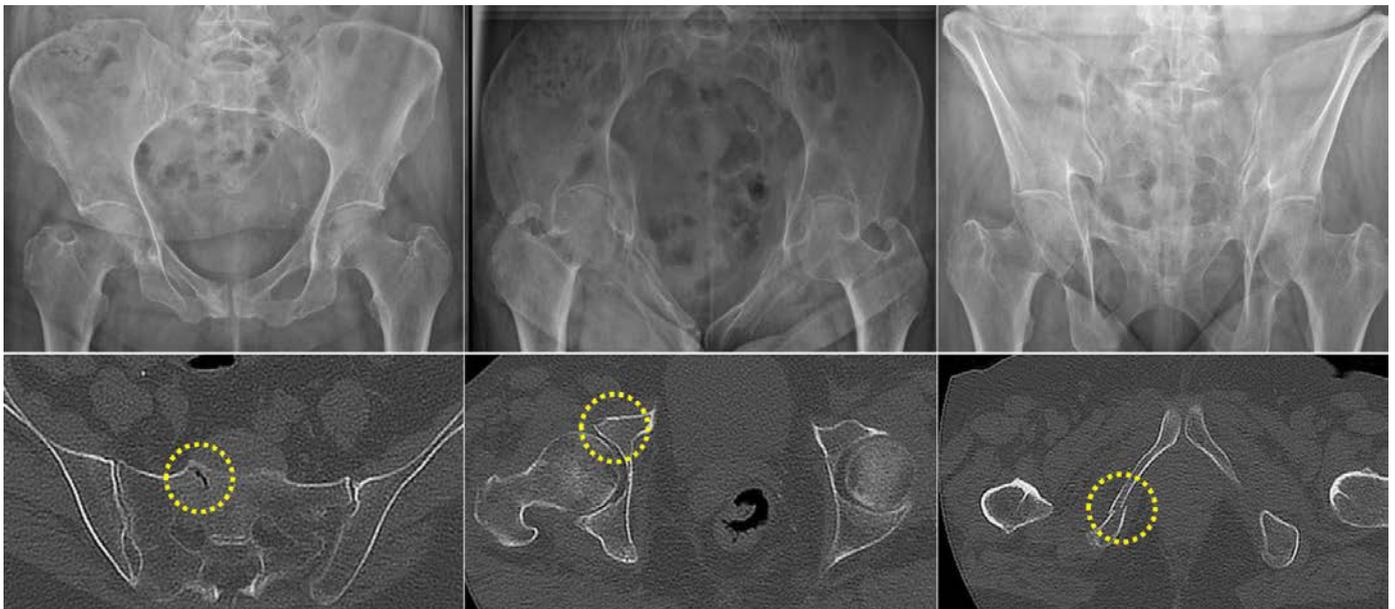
Bildgebung nach Sturz aus Eigenhöhe einer 83-jährigen Patientin beim Spaziergang im Wald. Zuzug einer inkompletten Beckenringverletzung Typ FFP IIB (oder Typ LC1). Obere Reihe: Beckenröntgen ap, Inlet, Outlet; untere Reihe: axiale CT-Rekonstruktionen
